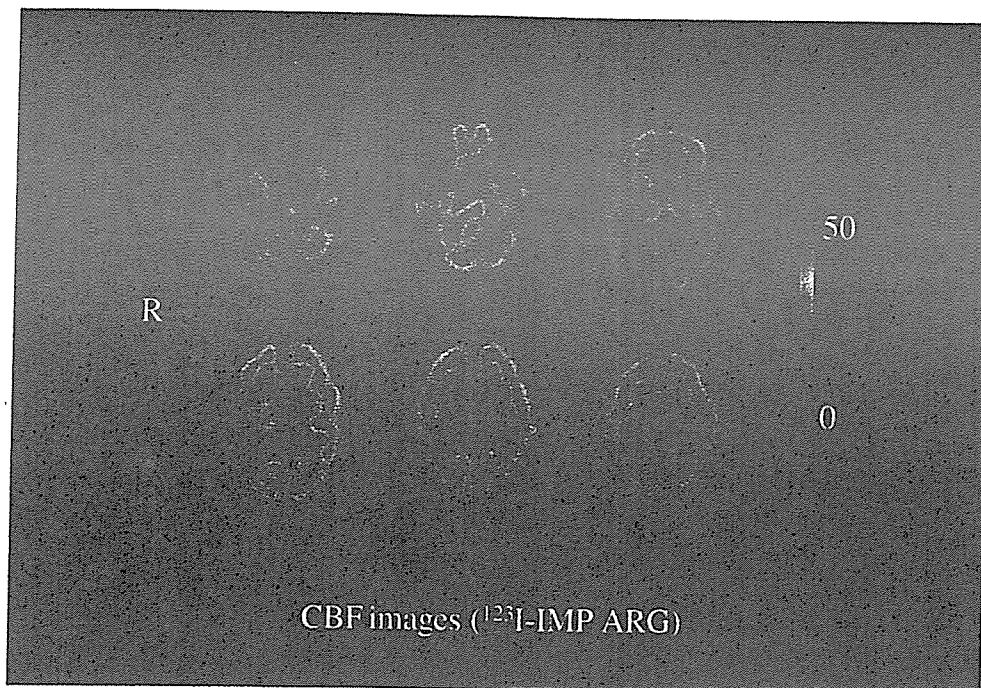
症例2のI123-IMP-SPECT画像（絶対値，axial画像）
